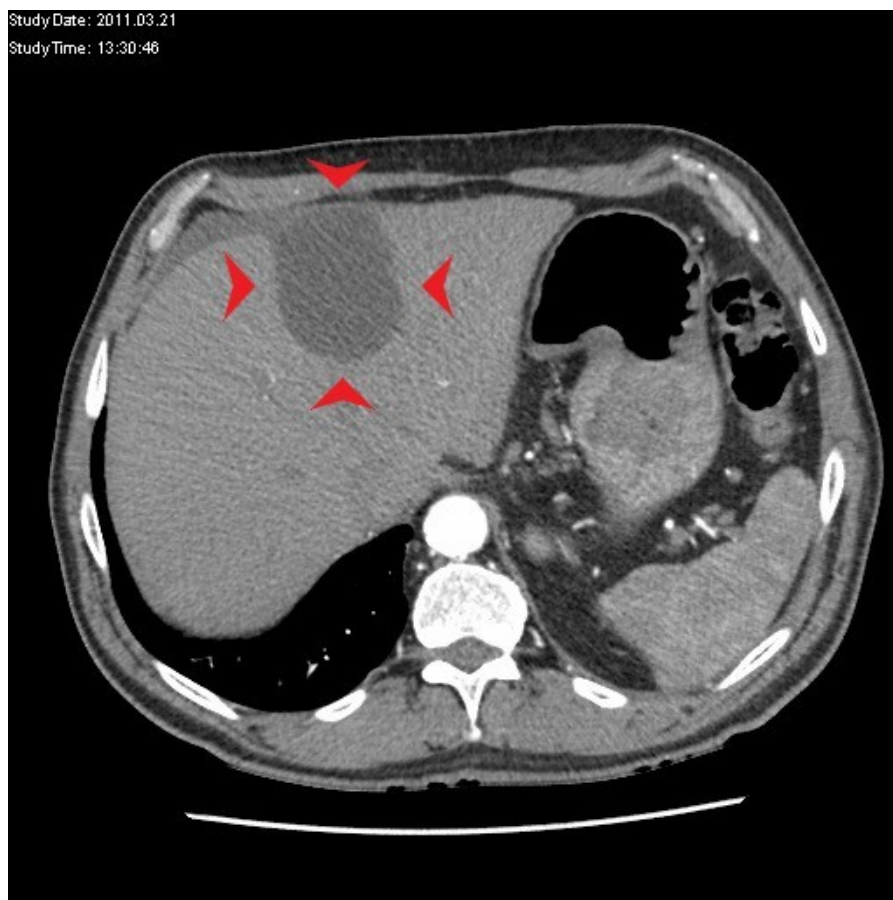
Kontroll-CT, etwa drei Monate postoperativ. 21. März 2011, LKH-Univ. Klinikum Graz
